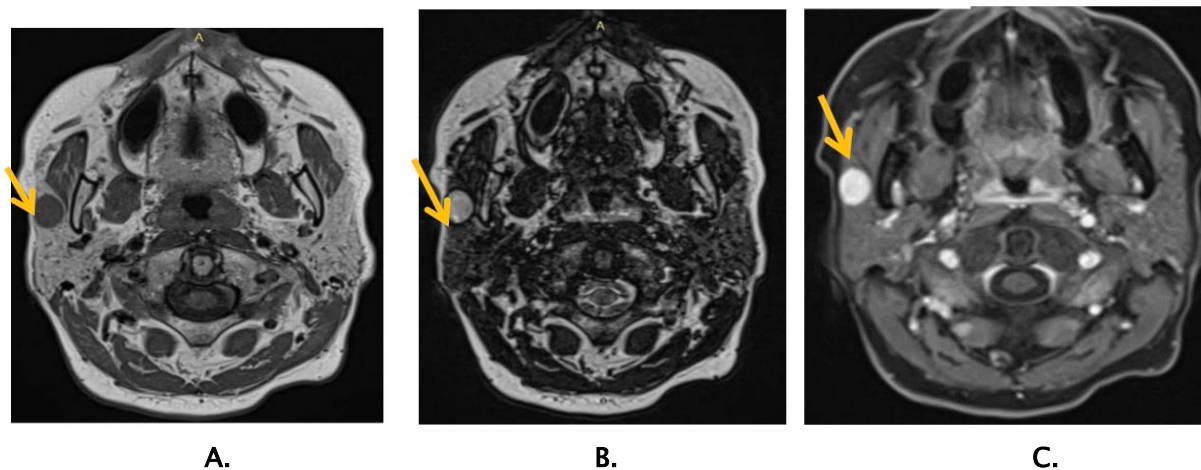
IRM d'un adénome pléomorphe.
